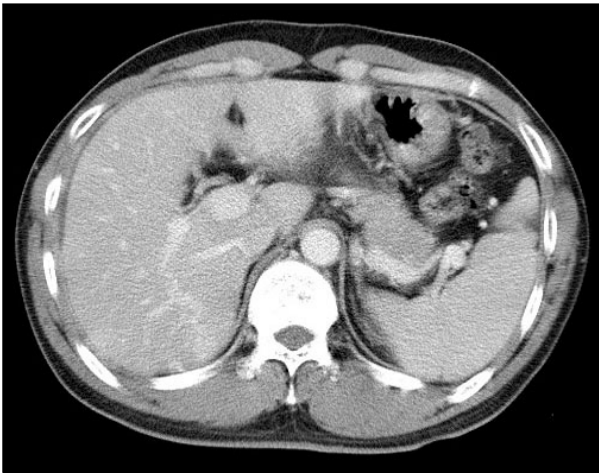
Abdominal CT finding. Six weeks after treatment, the enhancement of liver capsule over the right lobe disappeared completely.
